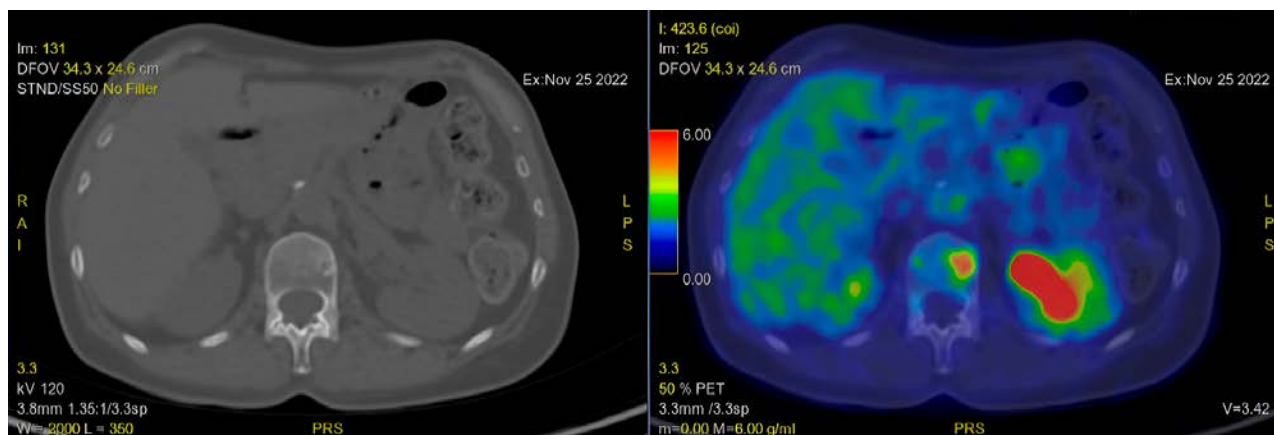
PET dopo III ciclo di terapia con sacituzumab govitecan (novembre 2022).
